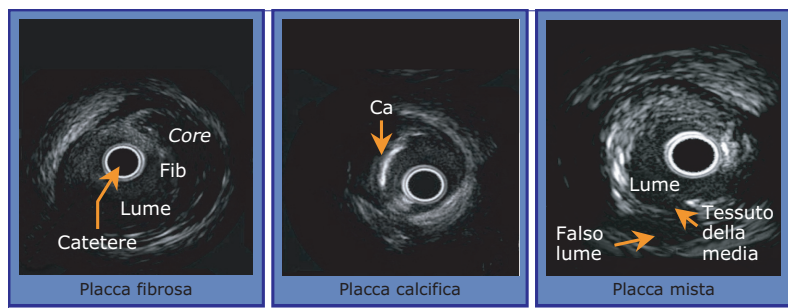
Imaging della placca coronarica con ecografia intracoronarica.
